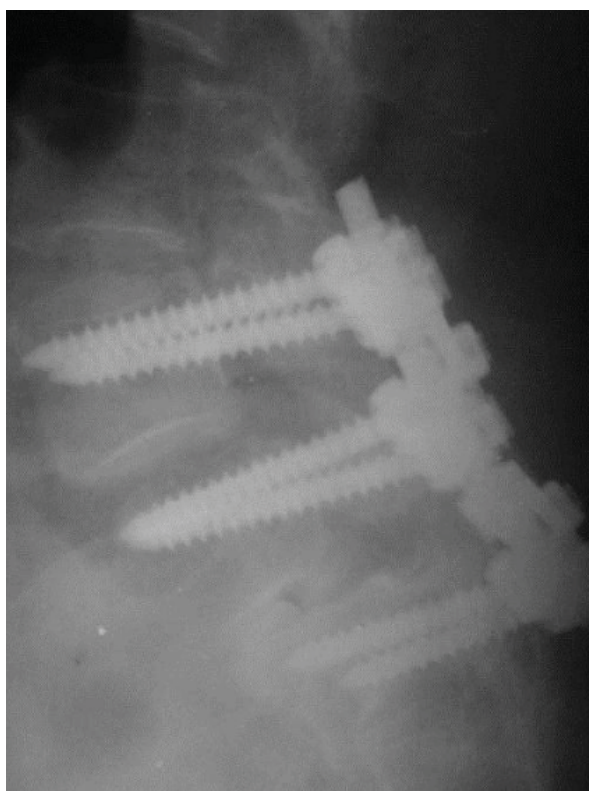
Lateral lumbosacral x-ray of a patient with posterior instrumentation
